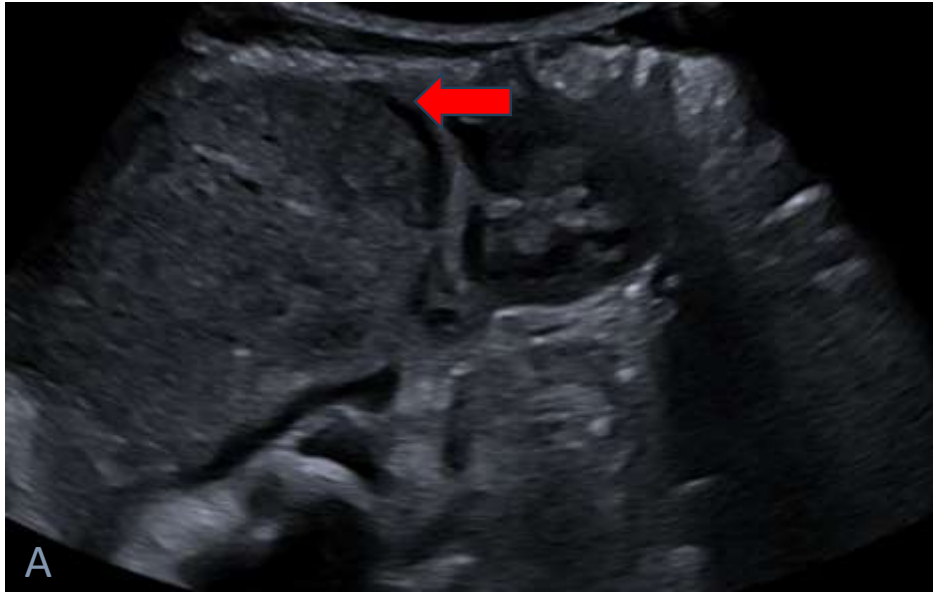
(imagen A). Lactante de 38 días de vida al que se solicita ecografía por distensión abdominal, observando una masa sólida que parece tener su origen en el riñón izquierdo (obsérvese el “signo de la garra”, flecha roja, que indica su organodependencia renal).
